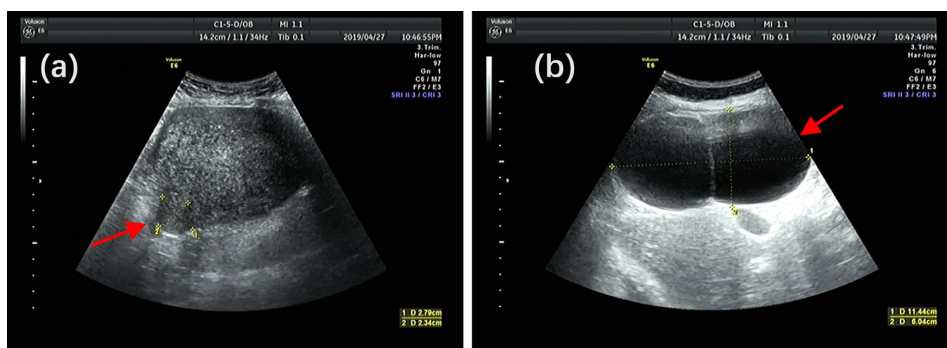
(a) Ultrasound posterior uterine fibroids; (b) Cyst on the upper right side of the uterine body
